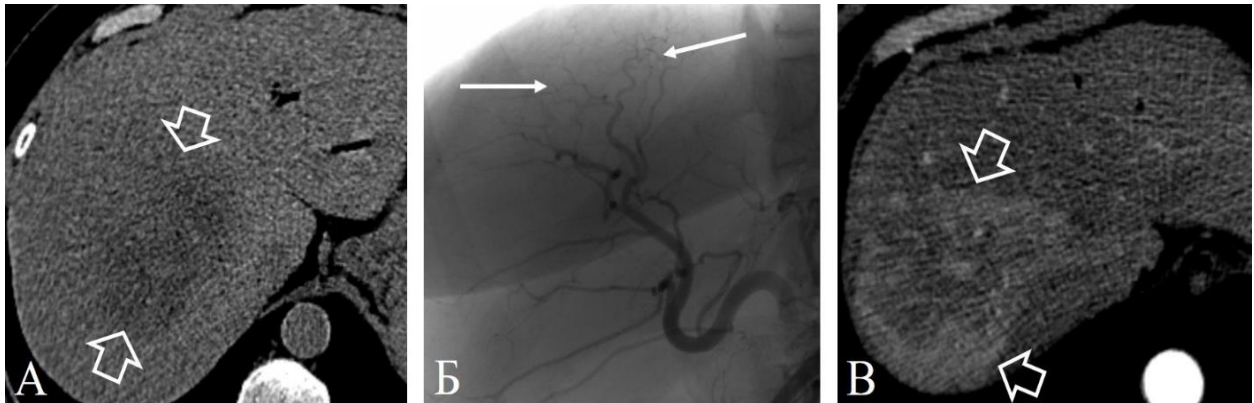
Пациентка 68 лет с вторичными новообразованиями, рак эндометрия. КТ в отсроченную фазу контрастирования до ТЛЛНМ (А) показывает сливную гиповаскулярную зону (объемные стрелки). На ангиограмма (Б) показана сеть афферентов от нескольких сегментов правой доли печени (стрелки). На КТ в артериальную фазу через 8 нед. после ТЛЛНМ (В) показана зона неоднородного контрастирования, превышающую исходный очаг (объемные стрелки)
